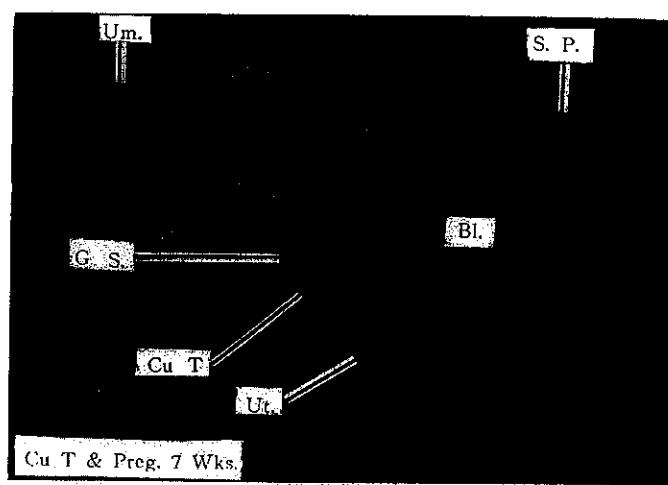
Sonogram showing coexistence of an early gestation and a Cu T located very close to the gestation sac.
